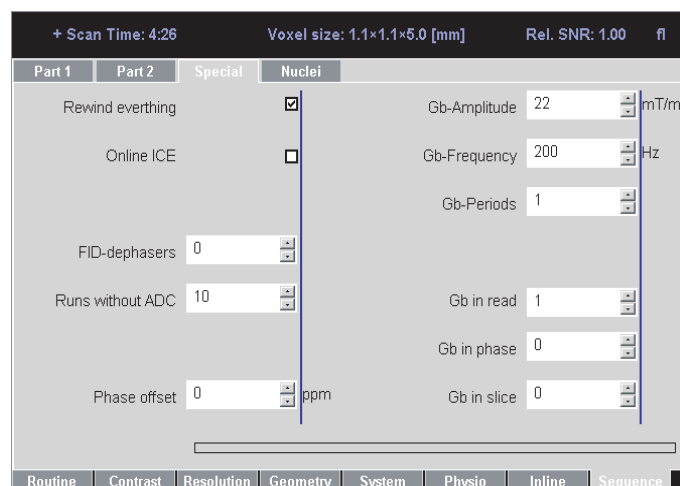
Erweiterung der Benutzeroberfläche auf der Bedienungskonsole des Tomographen: Die spezielle Karte erlaubt eine leichte Einstellung aller MRE-Parameter und ist für die beide verwendeten MRE-Sequenzen identisch (bis auf den Parameter 'FID-Dephaser').
